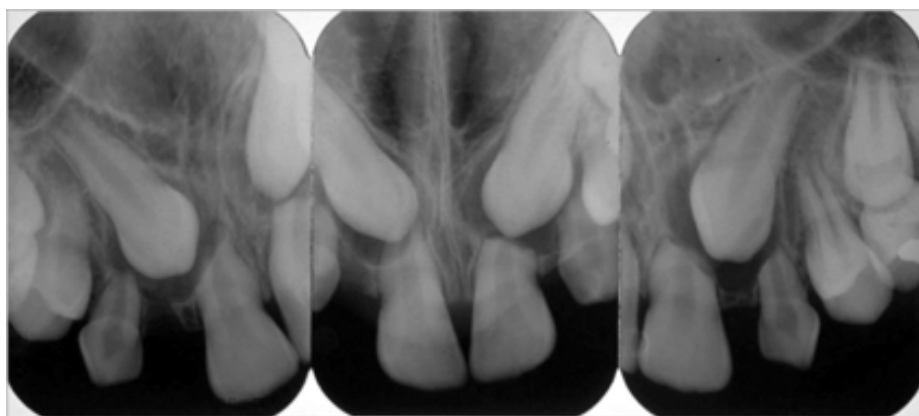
5. Radiografías con técnica de Clark.
